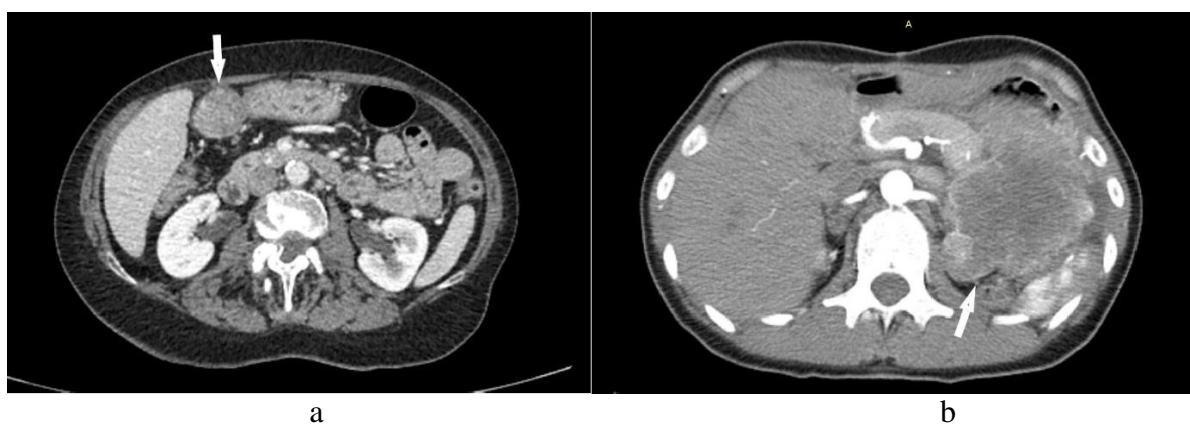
CT abdomena u portnovenskoj fazi pregleda pokazuje GIST porekla korpusa (a) želuca koji odgovara HR tumoru, zatim antruma (b) takodje HR GIST i (c) pilorusa za koji je histopatološkim nalazom potvrđen LR GIST.
